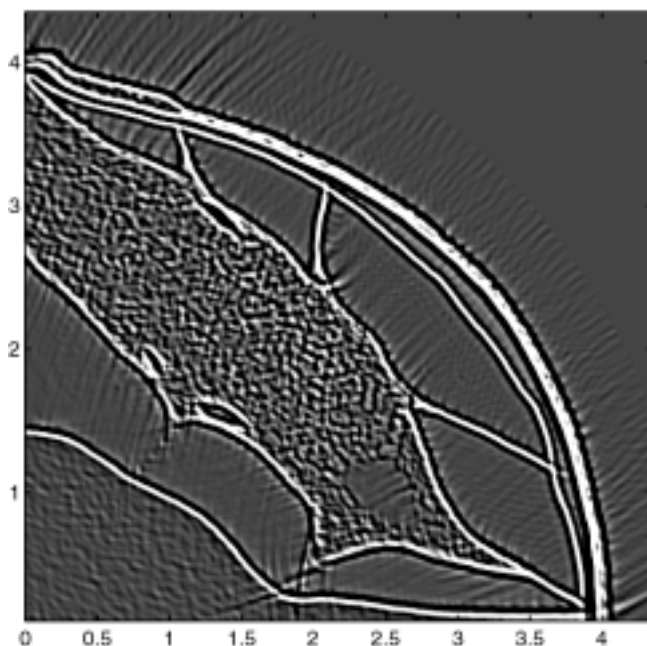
Reconstruction tomographique (1 MHz).
